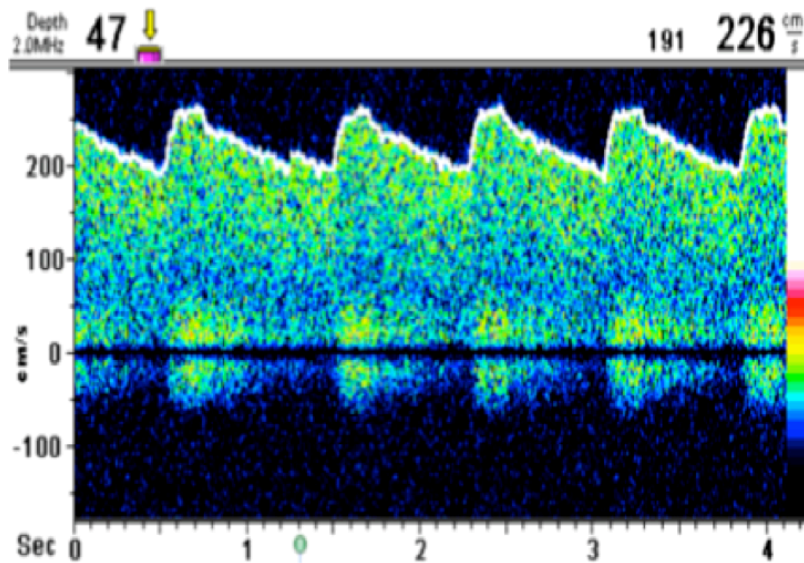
Doppler transcranial con insonación de arteria cerebral media
